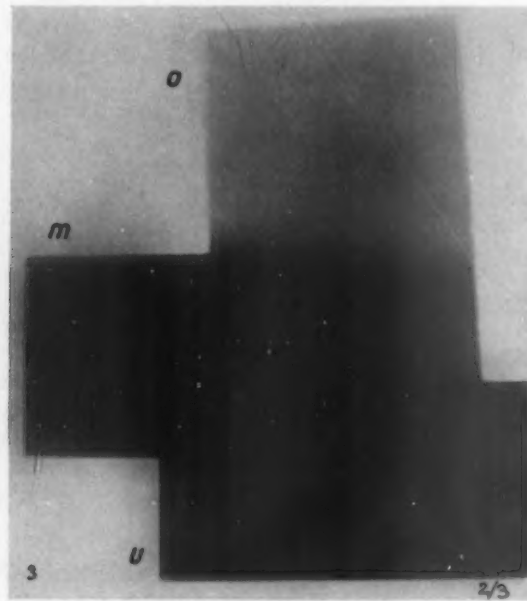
Röntgenaufnahme der drei Plättchen mit Streustrahlenblende.
